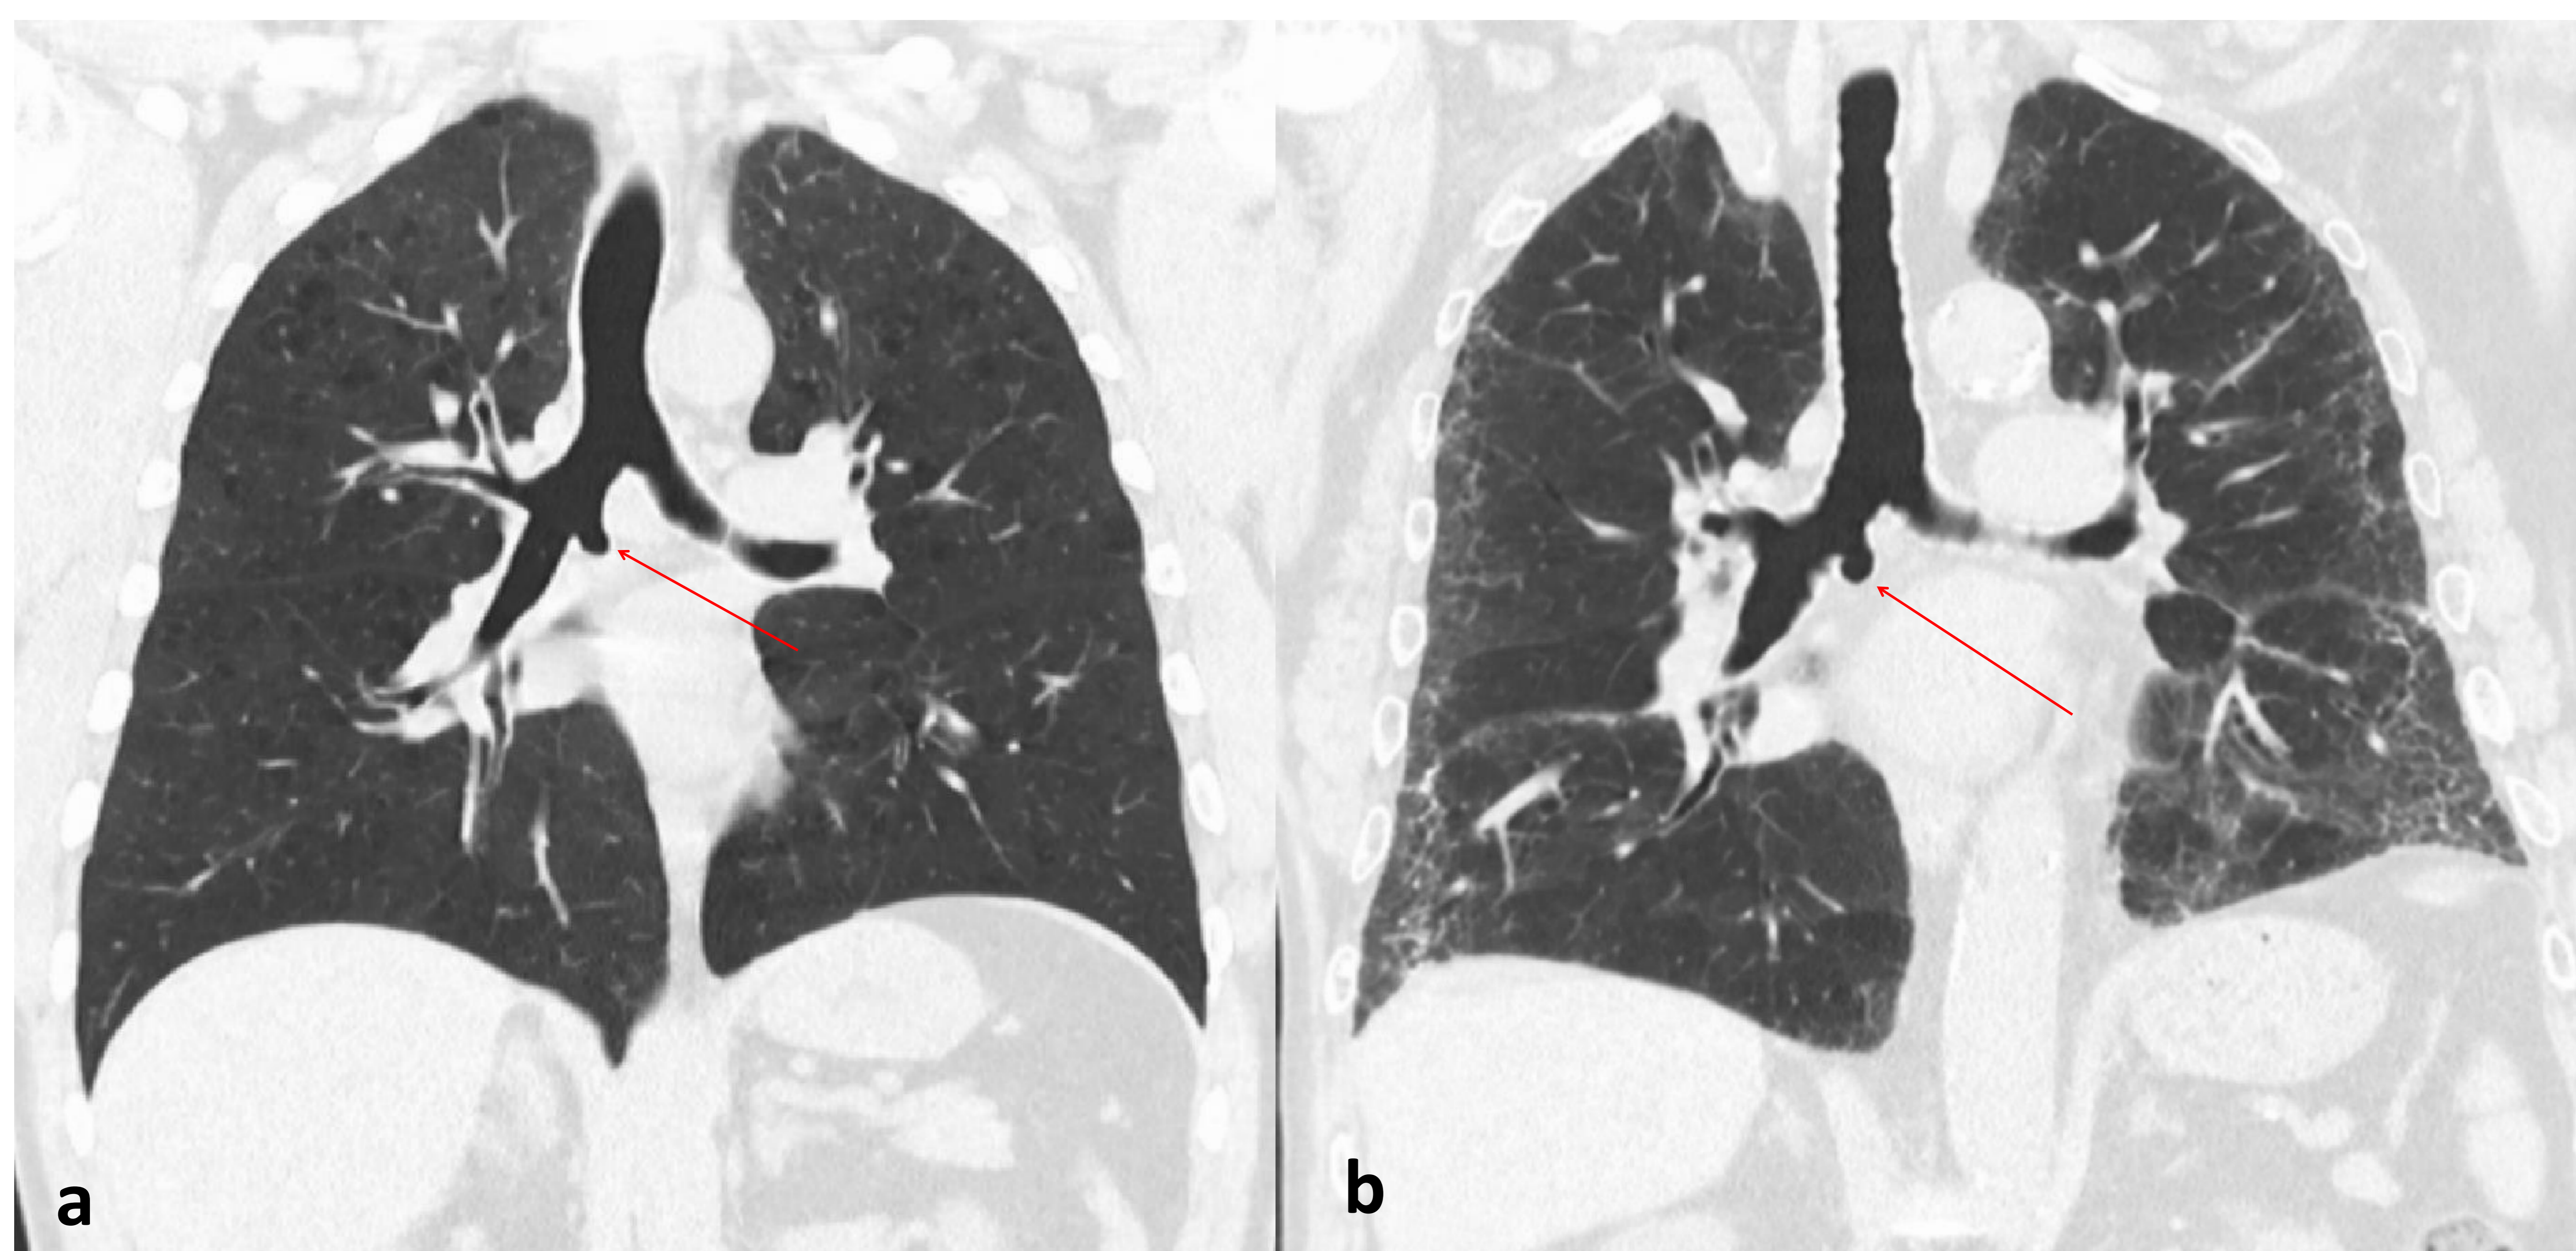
A y B: reconstrucciones coronales de TC de tórax donde se visualiza bronquio cardiaco con origen en la pared medial del bronquio intermediario (a) y del principal derecho (b), ambos en fondo de saco ciego.
